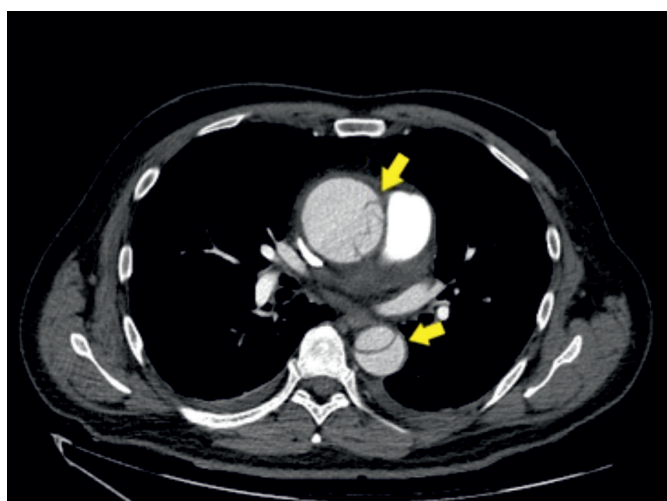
This contrast-enhanced early arterial phase CT image shows that the dissected flap extends from the aortic valve cusps to the descending aorta.
